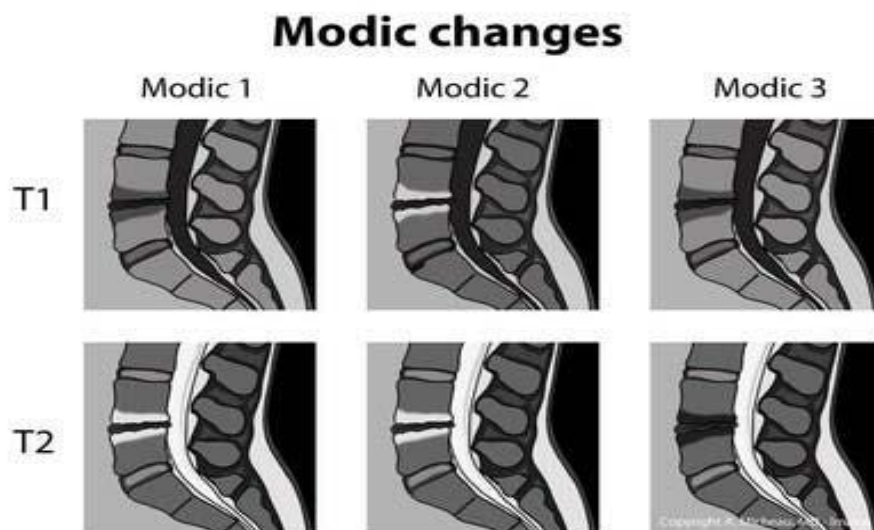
Les changements Modic sur l'IRM
